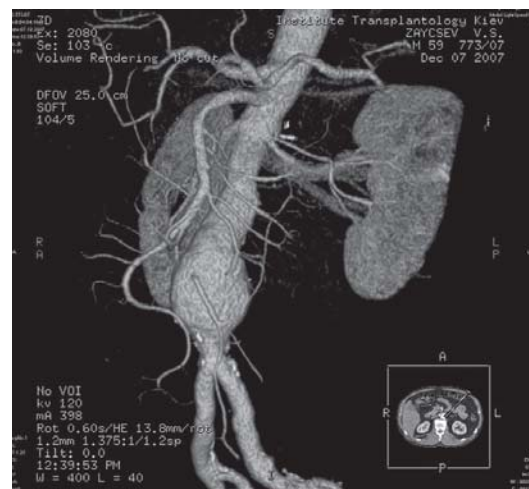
Компьютерная томография перед имплантацией.
